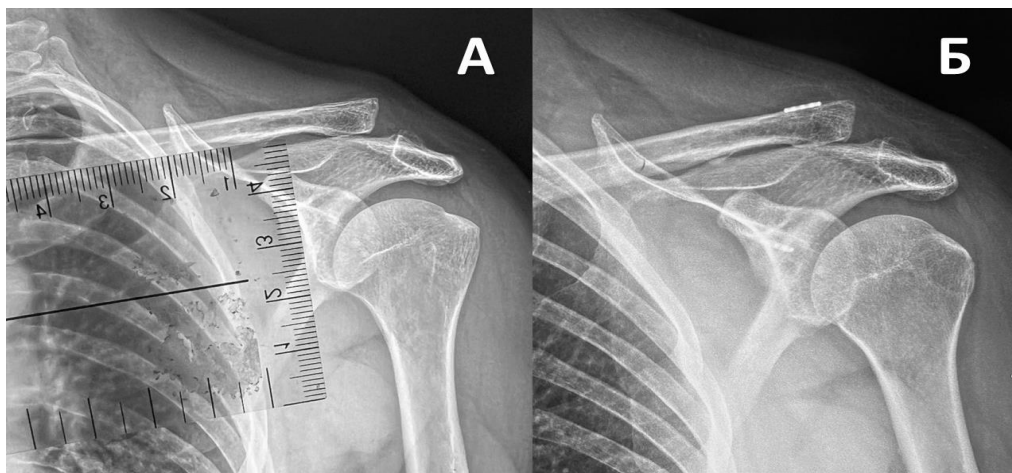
Рентгенографія акроміально-ключичного суглоба в проекції Zanca: А – до оперативного лікування, Б – після оперативного лікування.
